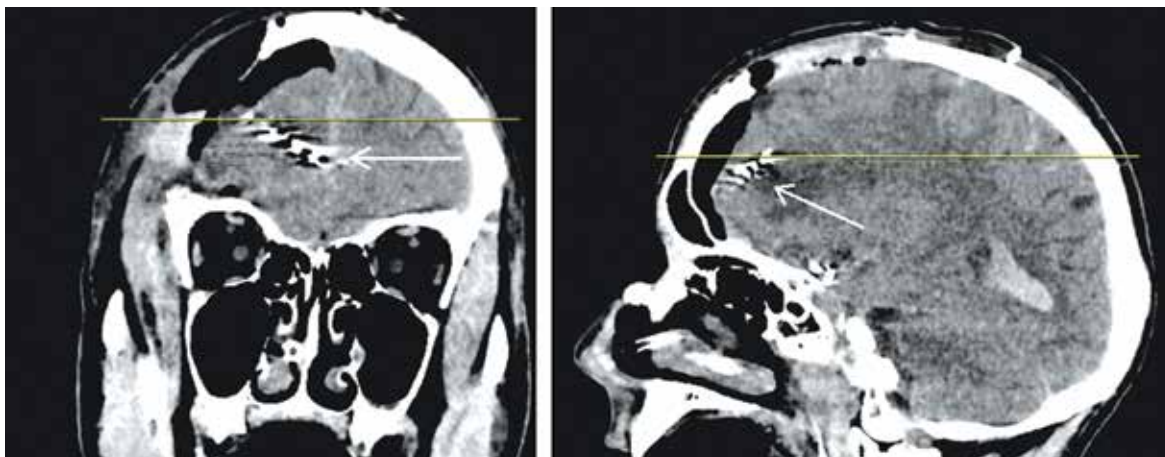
Контрольная компьютерная томография головного мозга после операции. Электрод установлен в корковые отделы правой лобной доли (стрелка)
